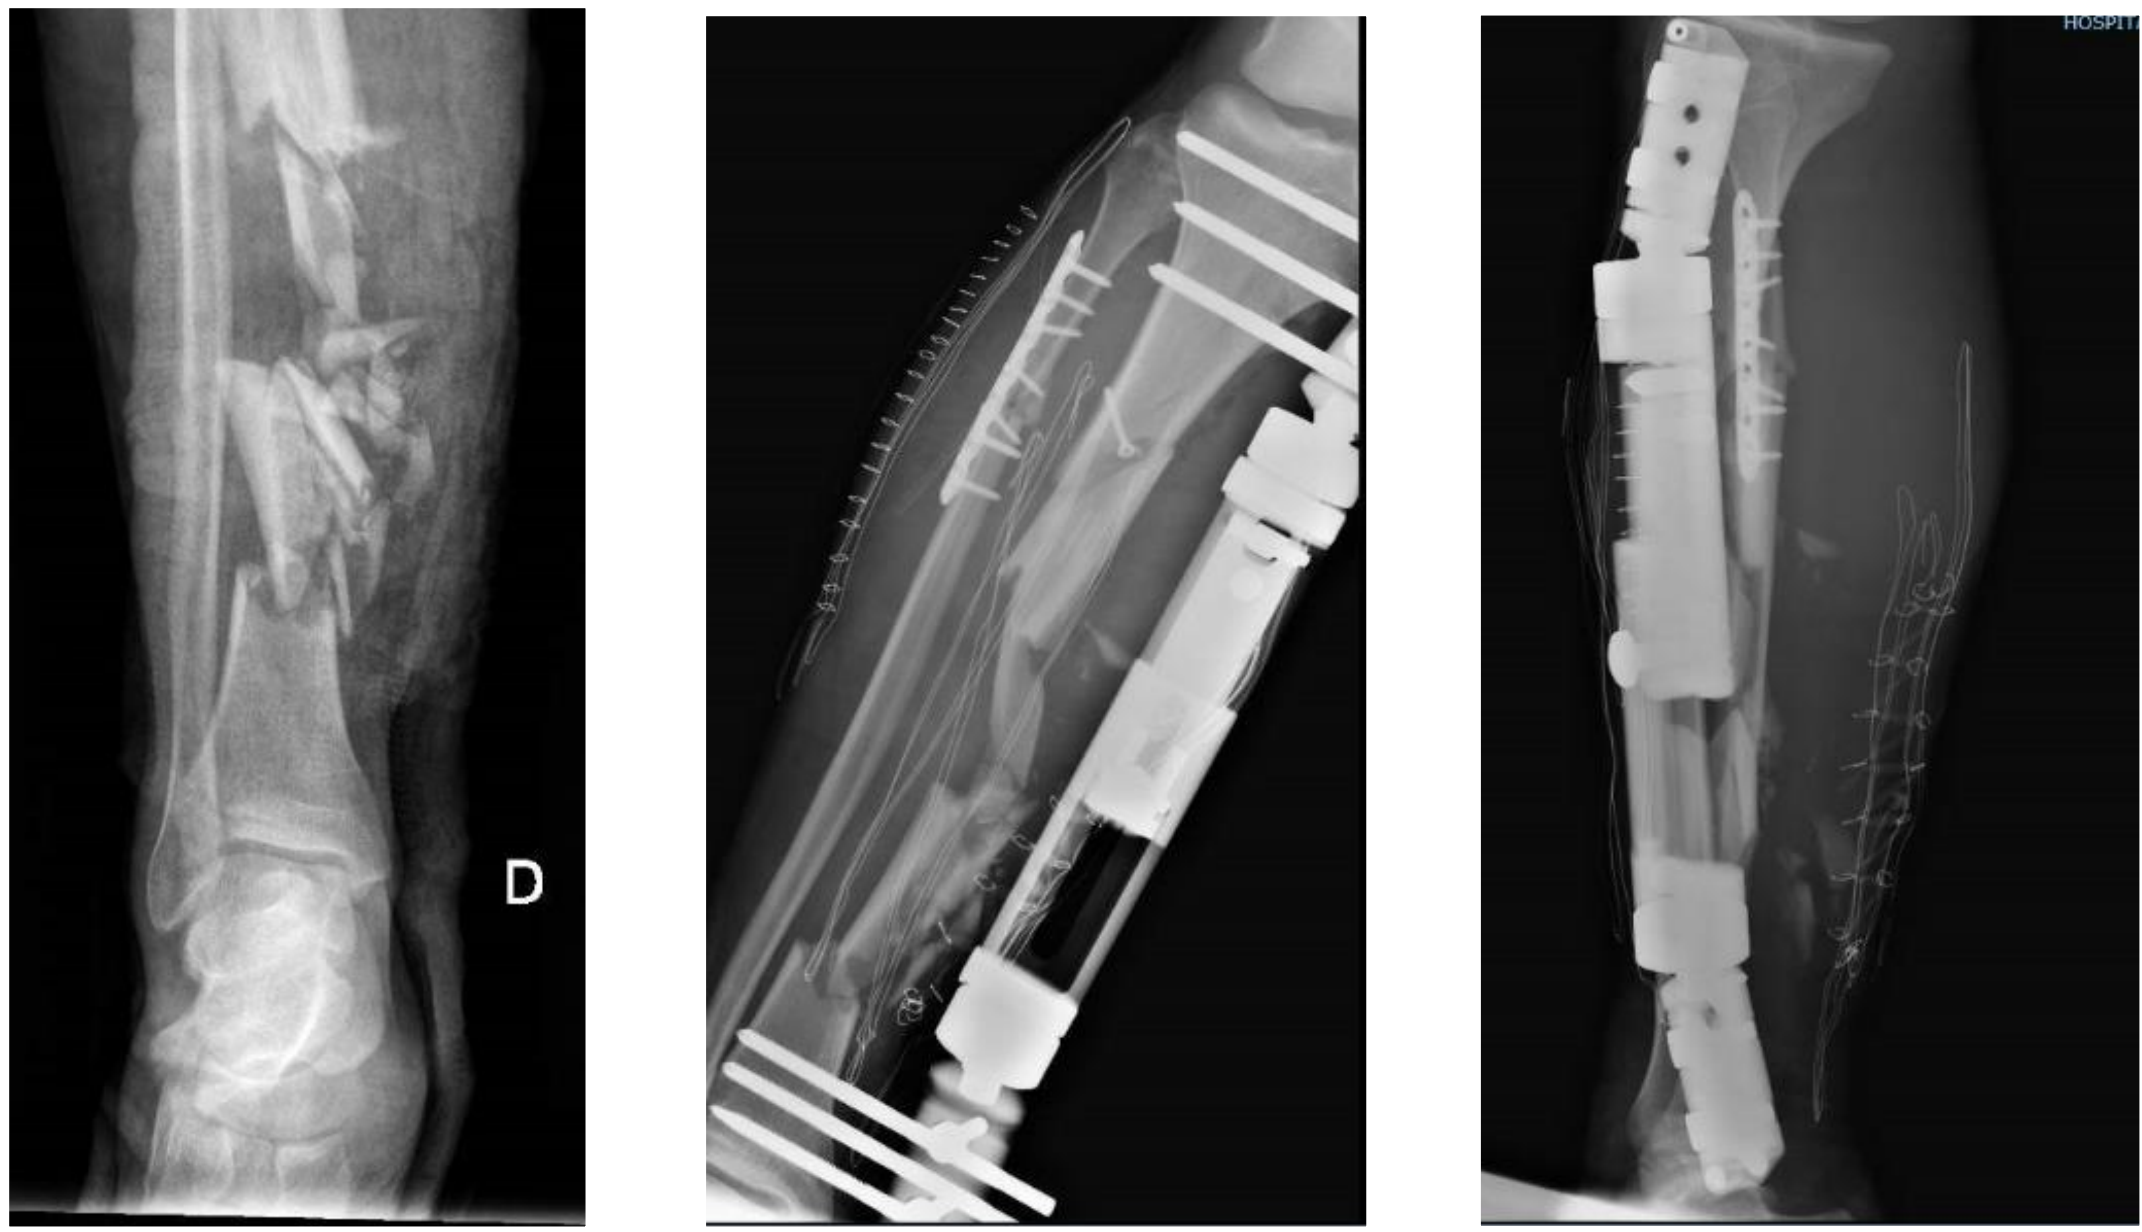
Radiografías de entrada y control de daños
